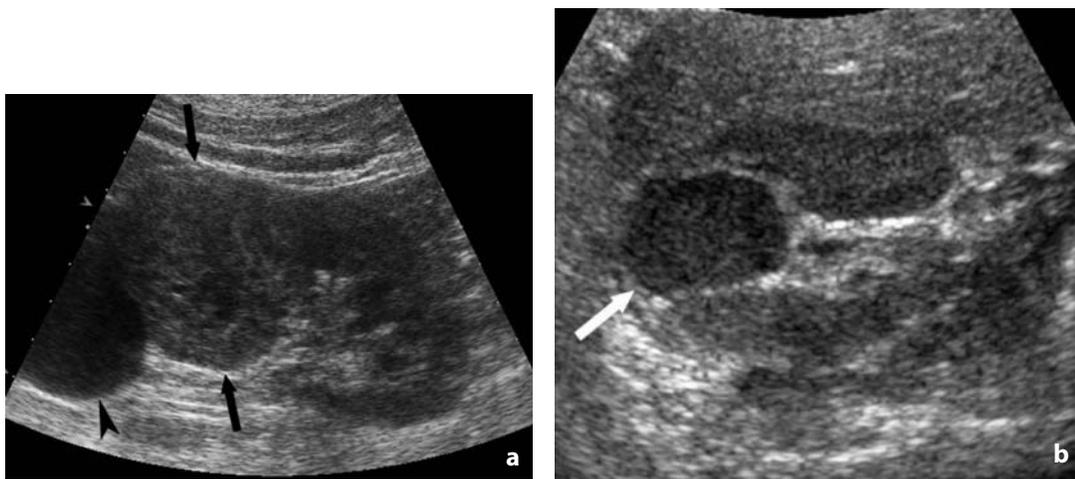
Ecografia. Carcinoma renale. a Neoformazione ipoecogena del rene sinistro (frecce) con modifica del normale rapporto tra corticale/seno renale; in adiacenza cisti semplice del polo superiore (punta di freccia). b Neoformazione solida ipoecogena (freccia) con deformazione del margine corticale nel versante del seno pelico
